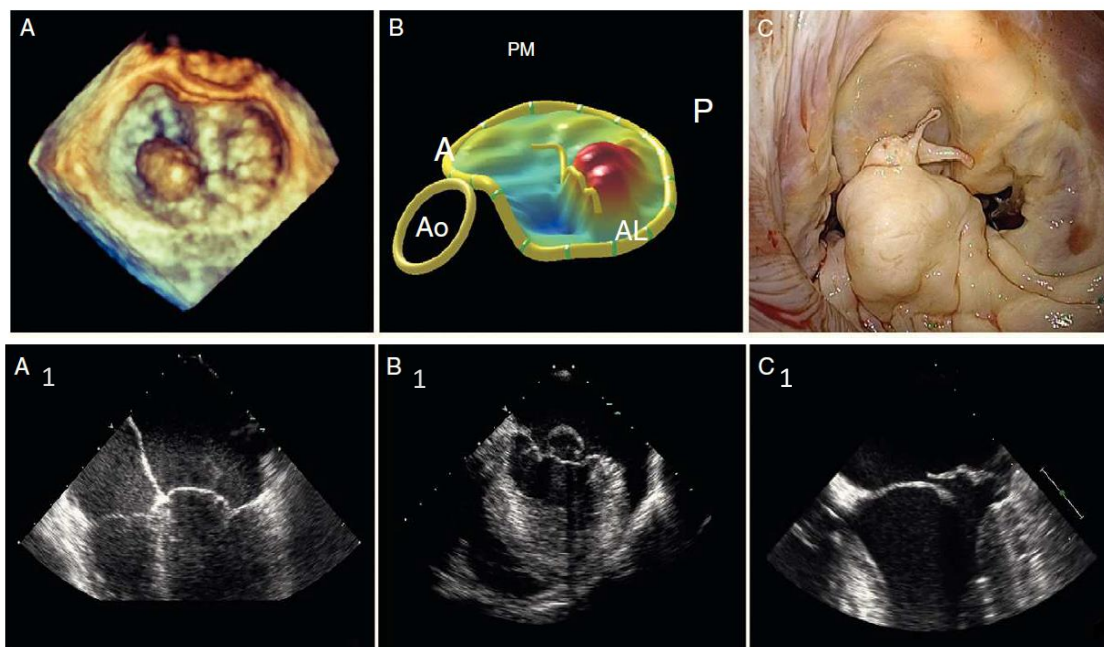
Visualización IM ecocardiografía y ecocardiografía 3D.
